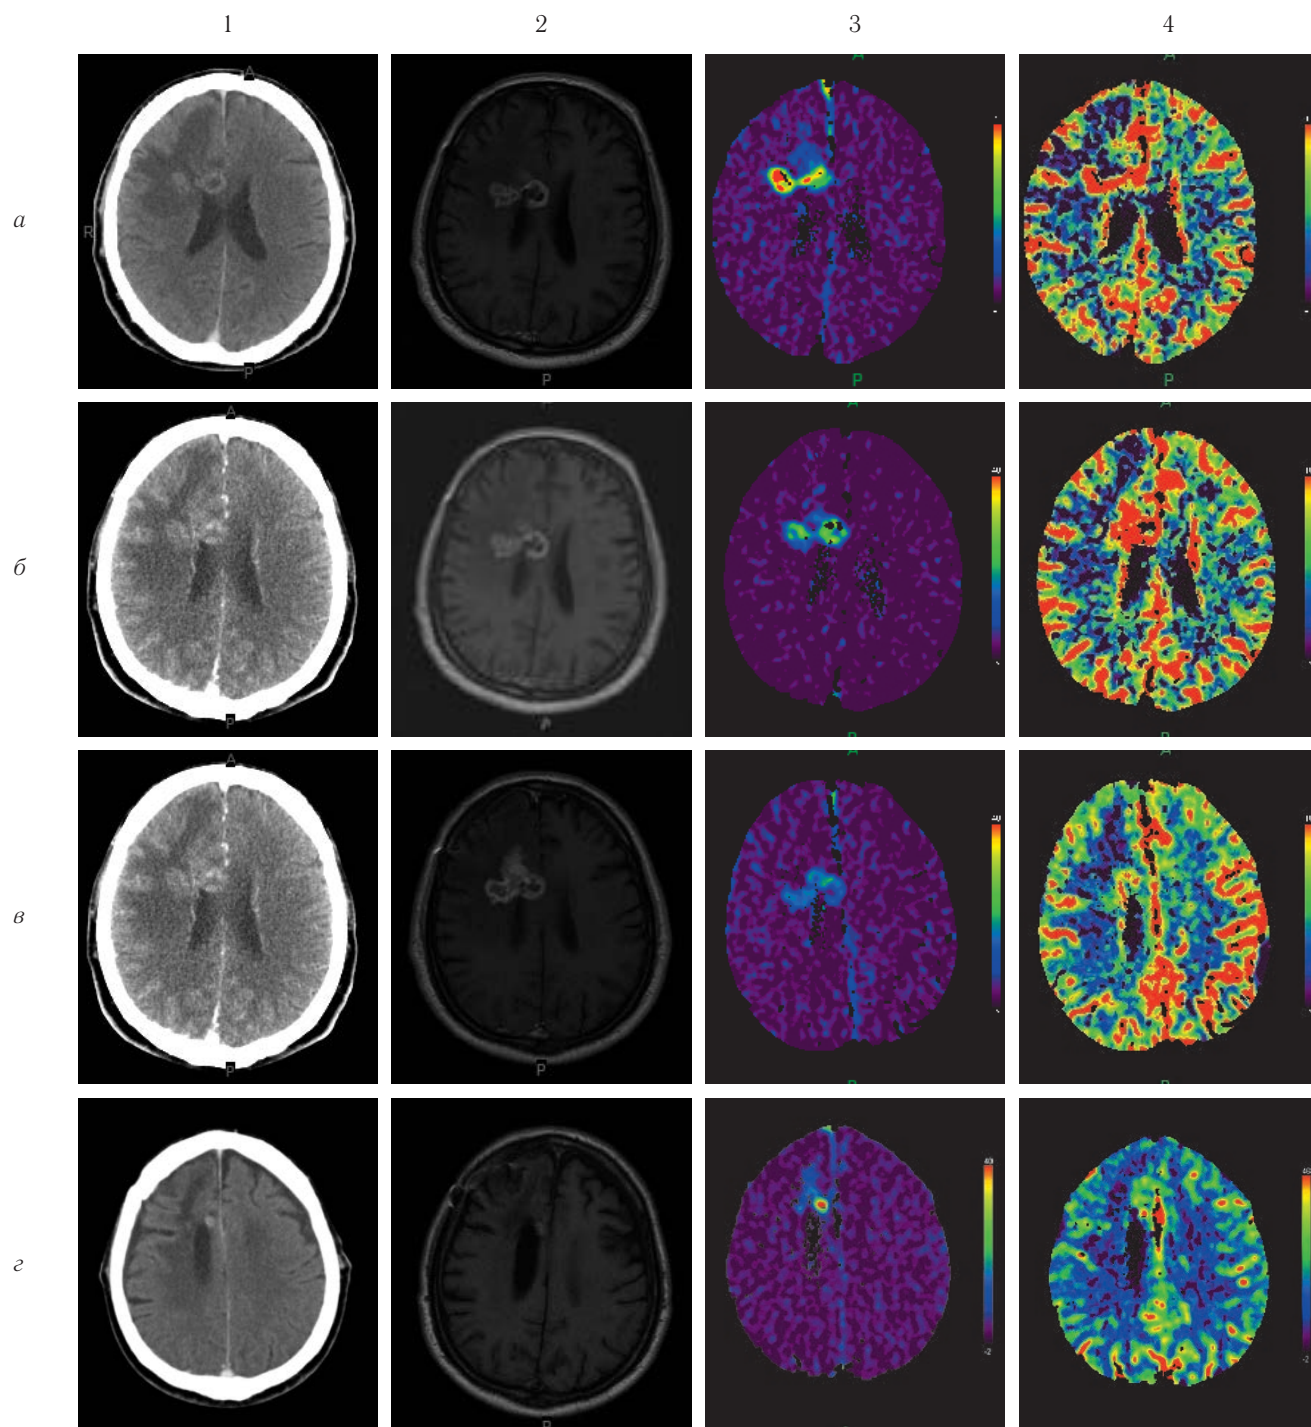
Пациент М., 59 лет. Динамика показателей перфузии остаточной глиобластомы правой лобной доли с ростом в мозолистое тело после курса ЛТ и химиотерапии темодалом. ИПИ = 0,9 (промежуточный прогноз). 1 и 2 — данные КТ и МРТ с контрастированием; 3 — проницаемость PS, 4 — CBF: а — через 3 мес после химиолучевой терапии; б — через 6 мес после химиолучевой терапии; в — через 9 месяцев после химиолучевой терапии; г — через 18 мес после лечения. Отмечается снижение сосудистой проницаемости и CBF через 6 и 9 мес после комбинированного лечения на фоне отсутствия динамики макроскопических размеров опухоли, через 18 мес — уменьшение размеров опухоли.
